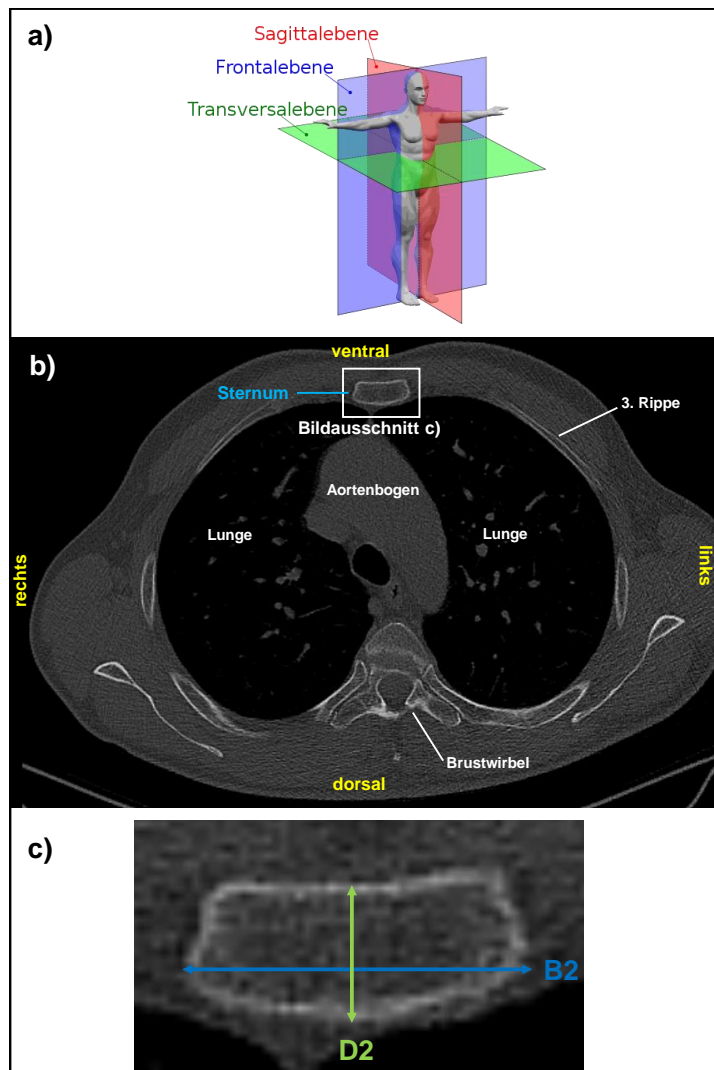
Messungen im axialen CT-Bild.
